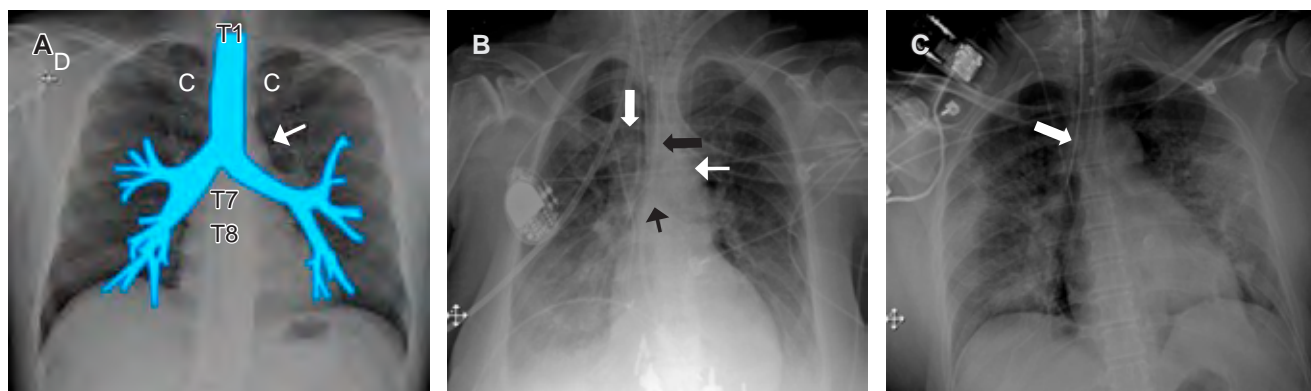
A) Radiografía portátil, muestra los marcadores anatómicos: clavícula (c), cuerpo vertebral (T1, T7, T8), arco aórtico (flecha blanca delgada). B) Radiografía portátil de paciente femenino de 82 años que muestra tubo endotraqueal (flecha gruesa oscura) en adecuada posición, con punta a 3 cm aproximadamente superior a la carina (flecha negra delgada), equidistante al borde medial de las clavículas (flecha blanca gruesa) y caudal al arco aórtico (flecha blanca delgada). C) Radiografía anteroposterior de tórax de paciente masculino de 55 años, posterior a colocación de tubo endotraqueal, se observa posición incorrecta del tubo endotraqueal, con intubación selectiva en el bronquio principal derecho. Coexiste neumonía de focos múltiples.
